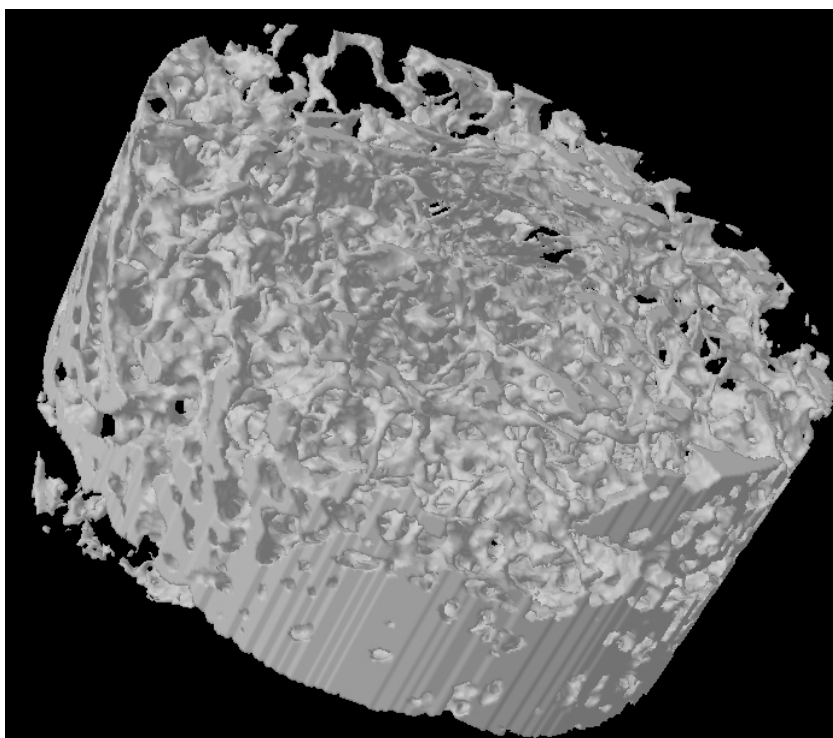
Visualização 3D do VOI a partir do *software* CT-Vol.
